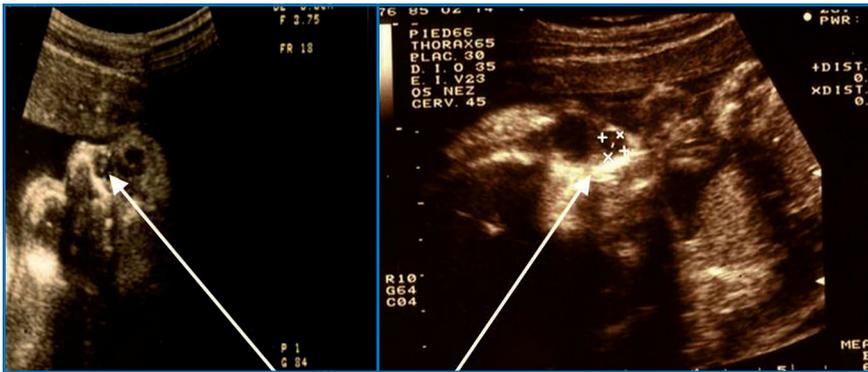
Echographie morphologique: le sac lacrymal est dilaté in utero (croix). Cliché du Dr Séverin Doumerc, Centre échographique de l'Odéon, Paris.
